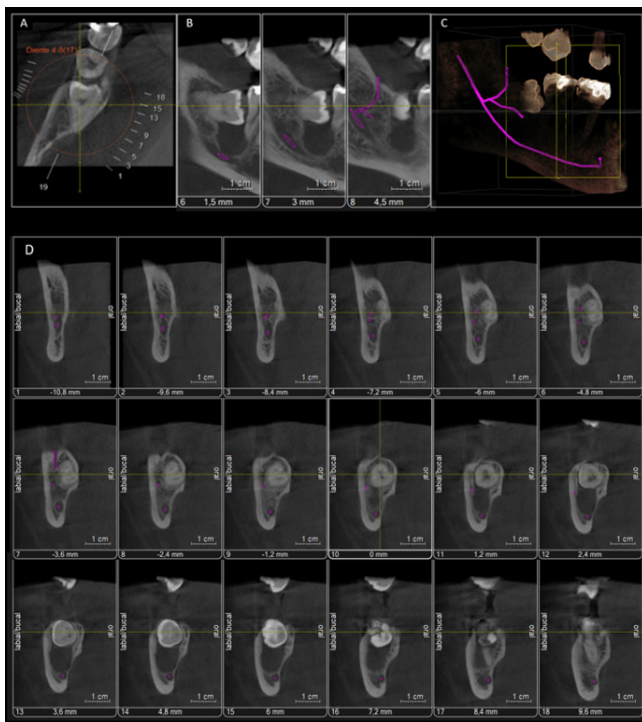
Examen de tomografía computarizada de haz cónico de diente 4.8. A) Imagen axial. B) Cortes sagitales corregidos. C) Reconstrucción tridimensional. D) Cortes transversales.
